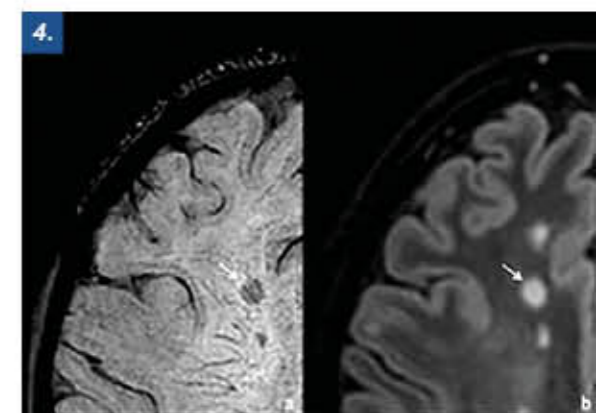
Algumas sequências, como a técnica de suscetibilidade magnética (SWI) (a), são úteis para visualizar veias intraparenquimatosas e podem identificar a veia central (seta em a), encontrada na maior parte das lesões de pacientes com EM. Nessas imagens, confirma-se a presença de uma lesão com alto sinal em T2 na imagem FLAIR (seta em b).
